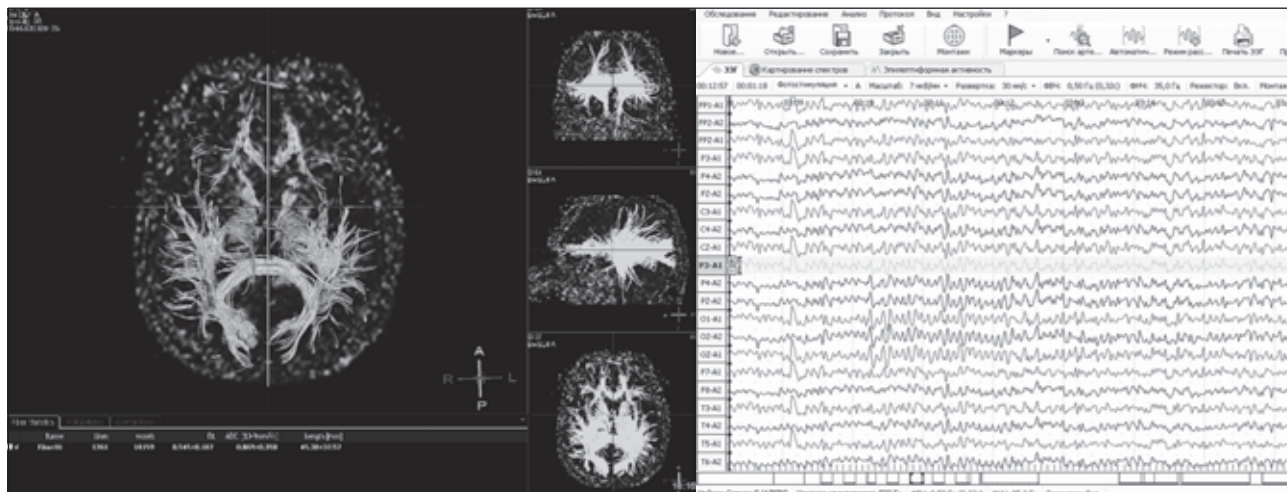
Диффузионная тензорная МРТ и ЭЭГ пациентки Г.
